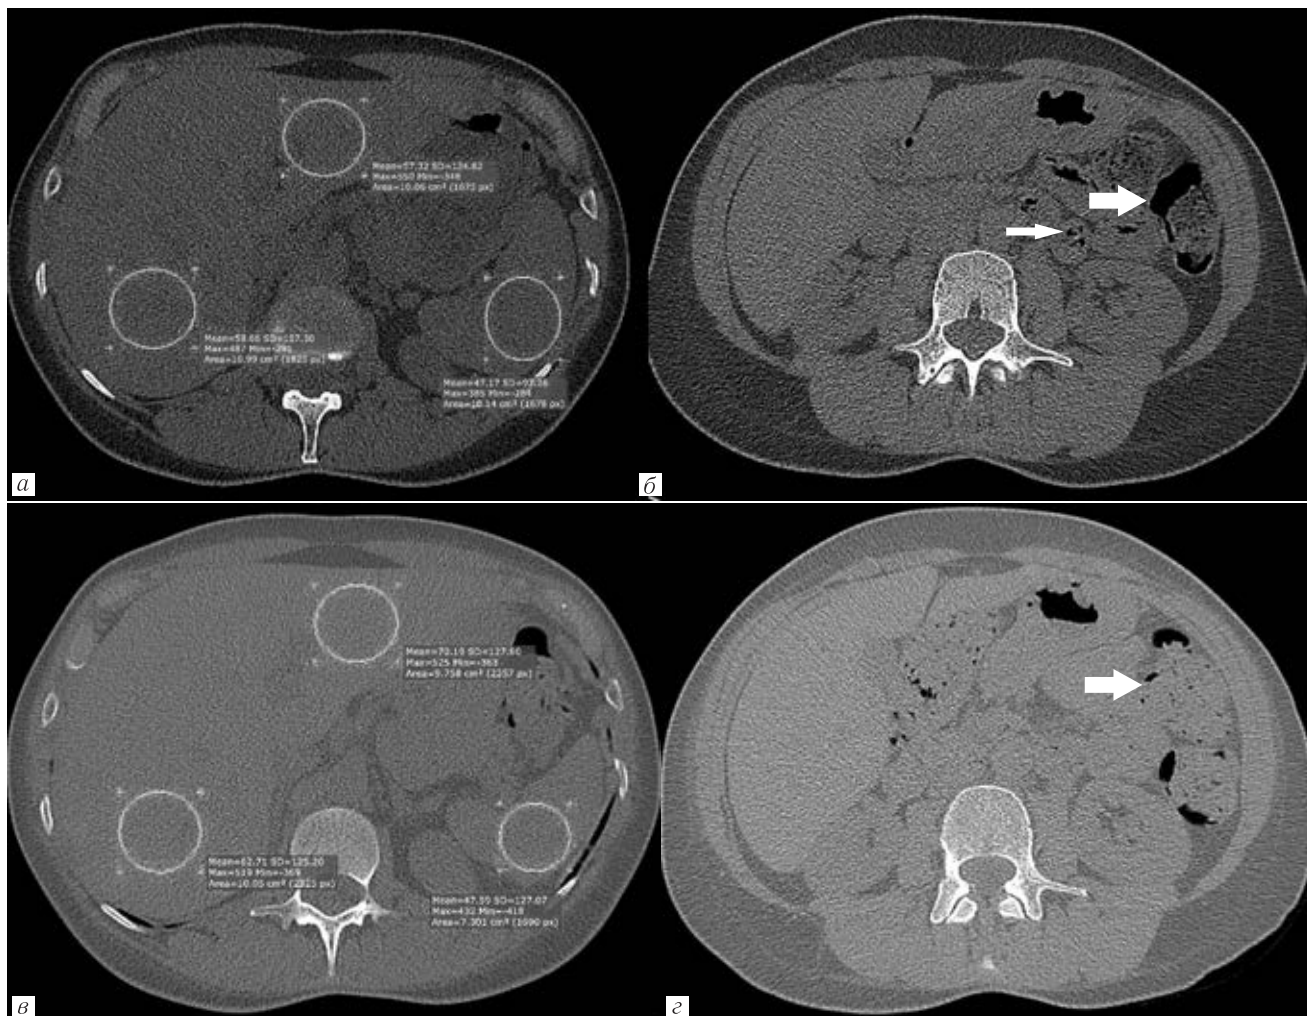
Больная М., 68 лет. Диагноз: COVID-19, средняя степень тяжести. Полисегментарная пневмония, КТ-1. Выполнено стандартное компьютерно-томографическое исследование органов грудной клетки (протокол Thorax, E=3,28 мЗв). При поступлении в стационар (а) индекс соотношения плотности печени к селезенке (ИСППС) составил 1,21 усл. ед.; б — отмечено незначительное увеличение печени, газ в тонкой (тонкая стрелка) и толстой кишке (толстая стрелка). На фоне лечения (койко-день 14 суток) отмечена положительная клинико-лабораторная и инструментальная динамика, консолидация очагов и снижение объема поражения легких. При этом отмечено увеличение ИСППС до 1,39 усл. ед. (в), снижение метеоризма (стрелка) (г)
